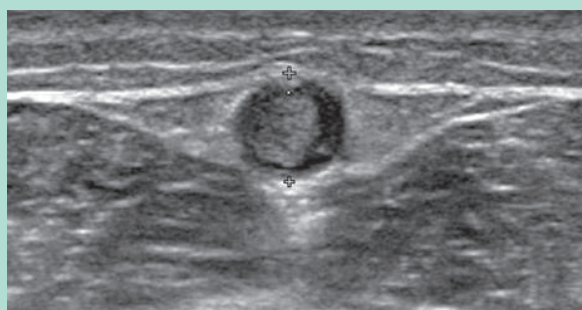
Aspect échographique de la sclérose de la petite veine saphène à 3 semaines.
